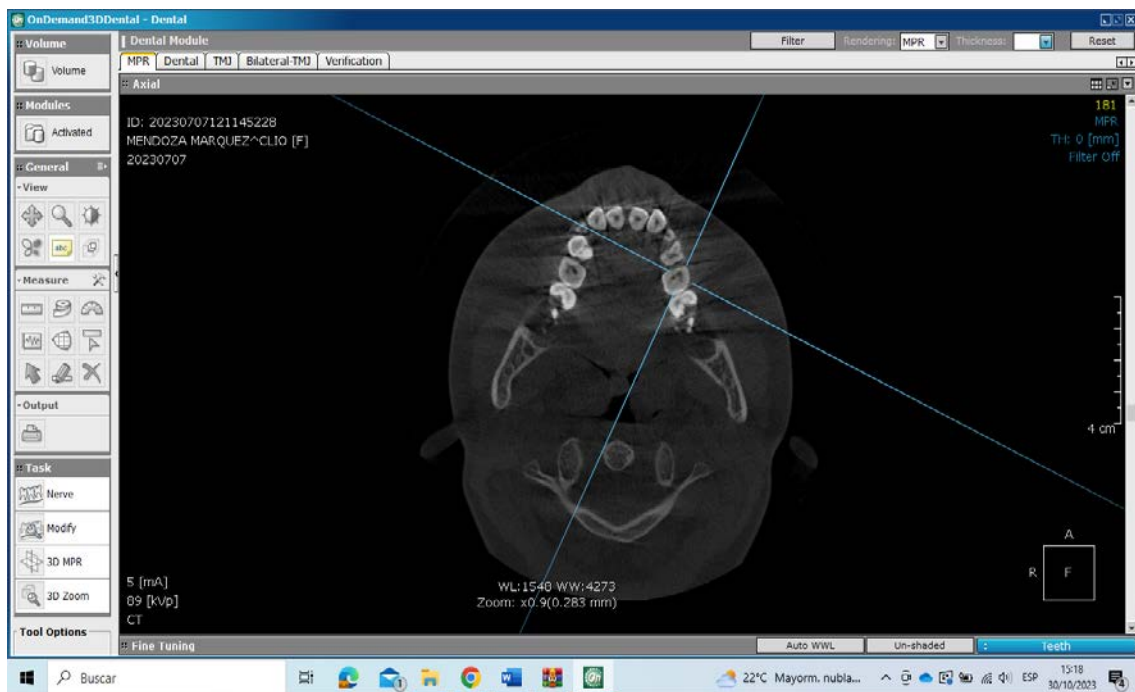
Uso de tomografía computarizada para la localización del conducto mesiobucal en el diente #26.
